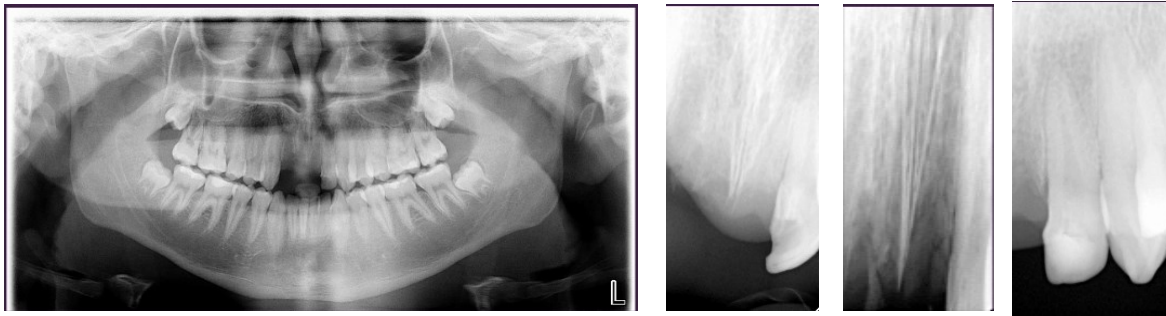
Ortopantomografia e radiografias periapicais
